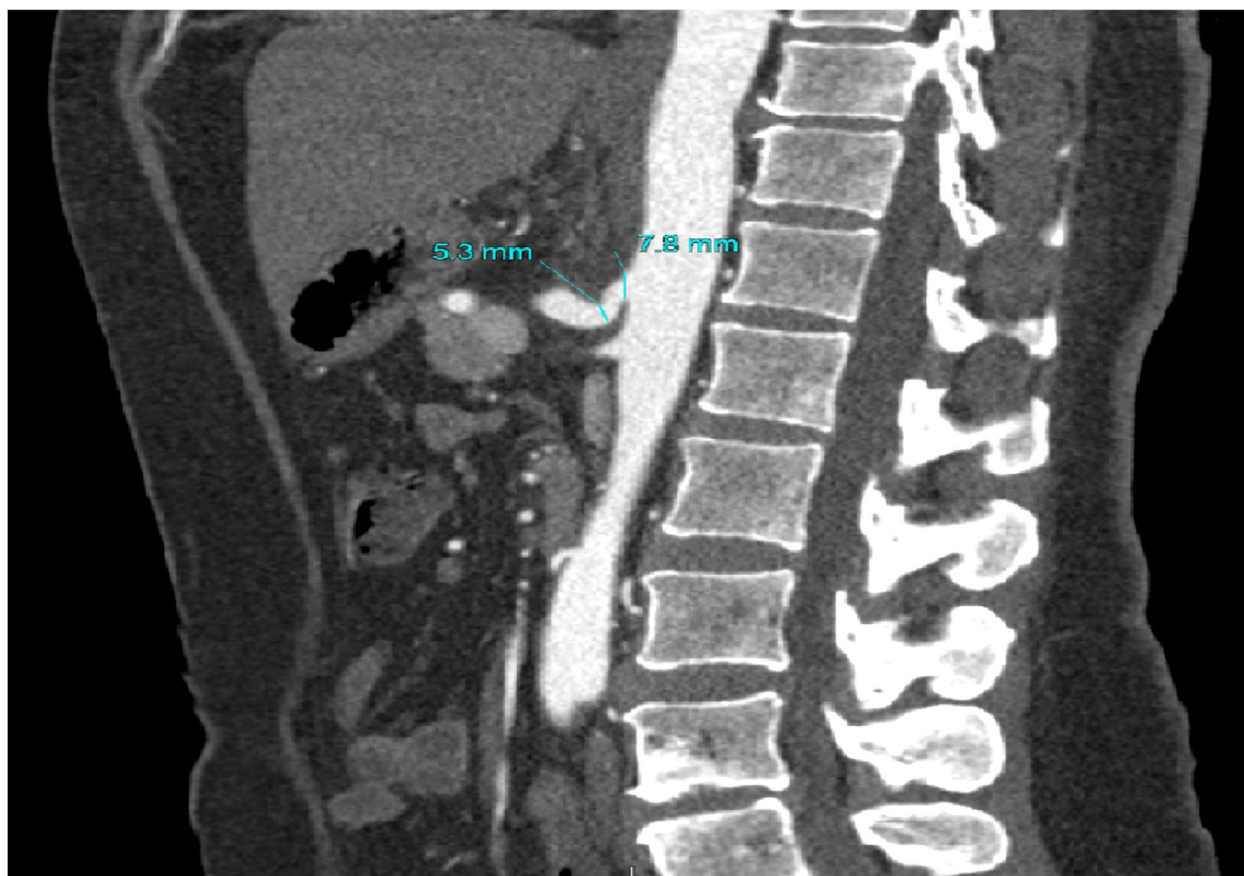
МСКТ-ангиография брюшного отдела аорты после операции. Компрессия чревного ствола устранена. Диаметр чревного ствола на уровне отхождения от аорты составляет 7,8 мм, самый малый диаметр – 5,3 мм.
